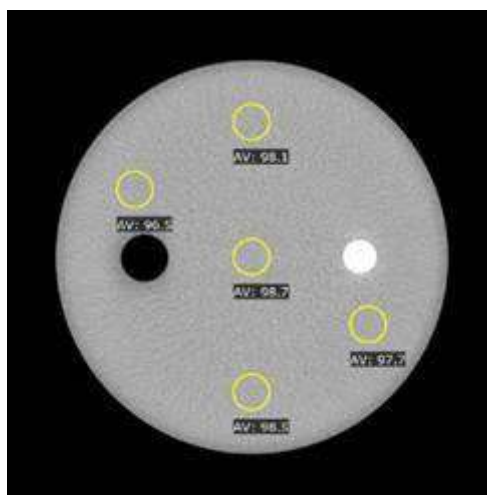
Измерение однородности КТ-значений фантома тела по протоколу Body STD-QA
